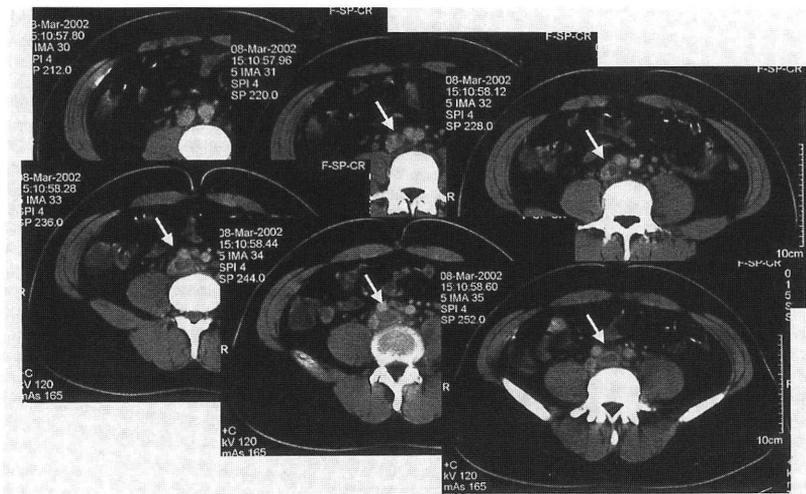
第3病日, 腹部骨盤部CT. 左総腸骨静脈から下大静脈合流部に血栓を認める(矢印)。
